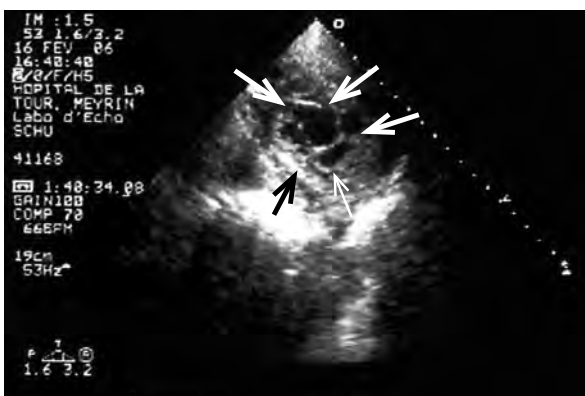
en vue parasternale petit axe, le réseau des trabéculations est clairement visible, de même que les pseudo-cavités.
